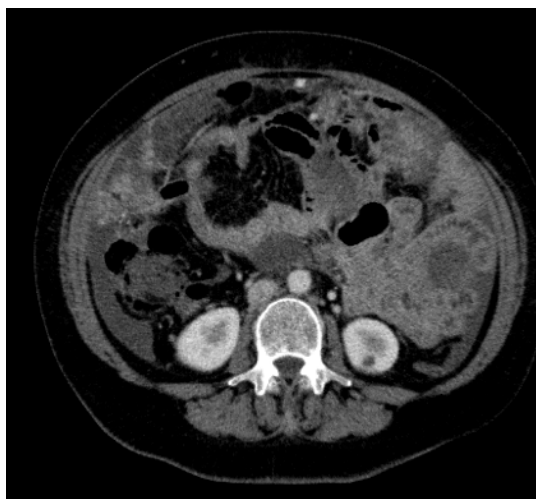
Estudio de TC en pacientes con cáncer de ovario avanzado. Corte axial de TC Convencional, se muestra implantes peritoneales en omento mayor; las asas de intestino delgado escasamente distendidas, no permiten la valoración de implantes a dicho nivel.
